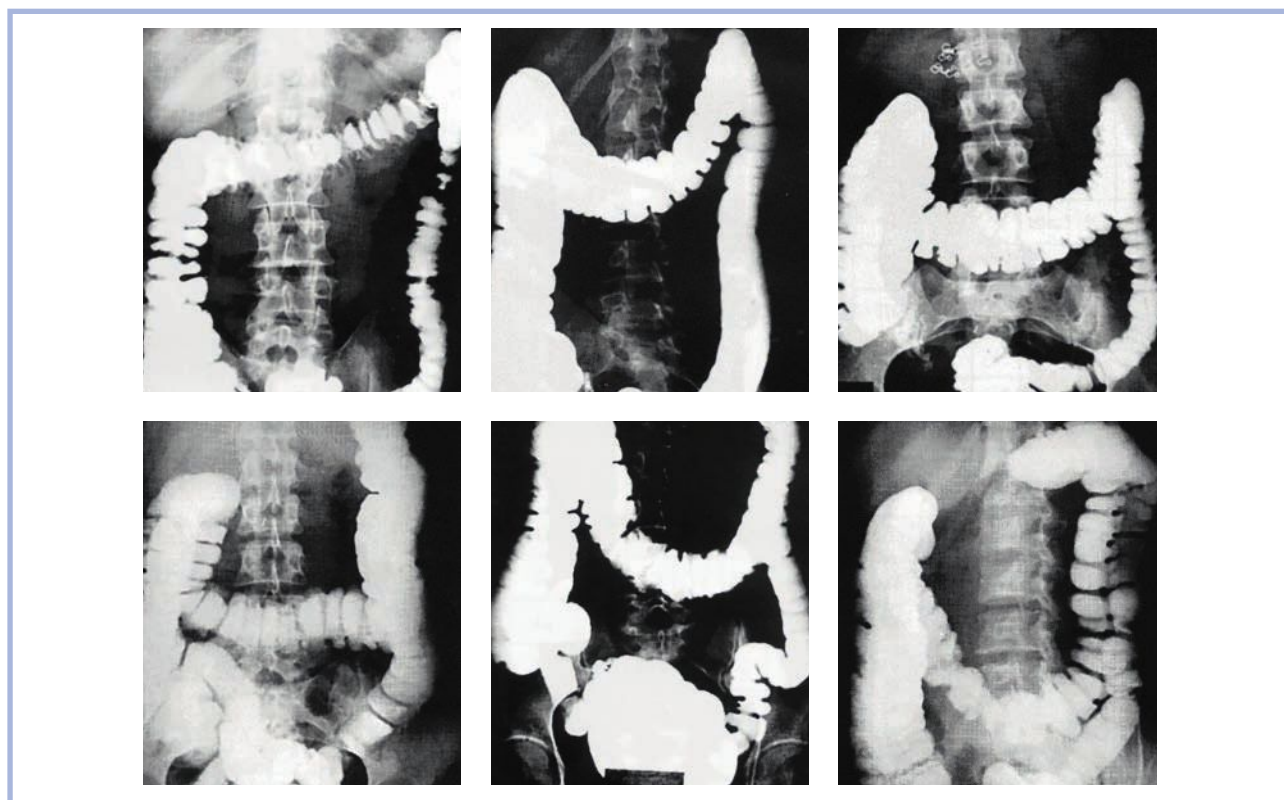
Рентгеноанатомический диапазон индивидуальных различий ободочной кишки (из работы А.М. Адегамовой).
